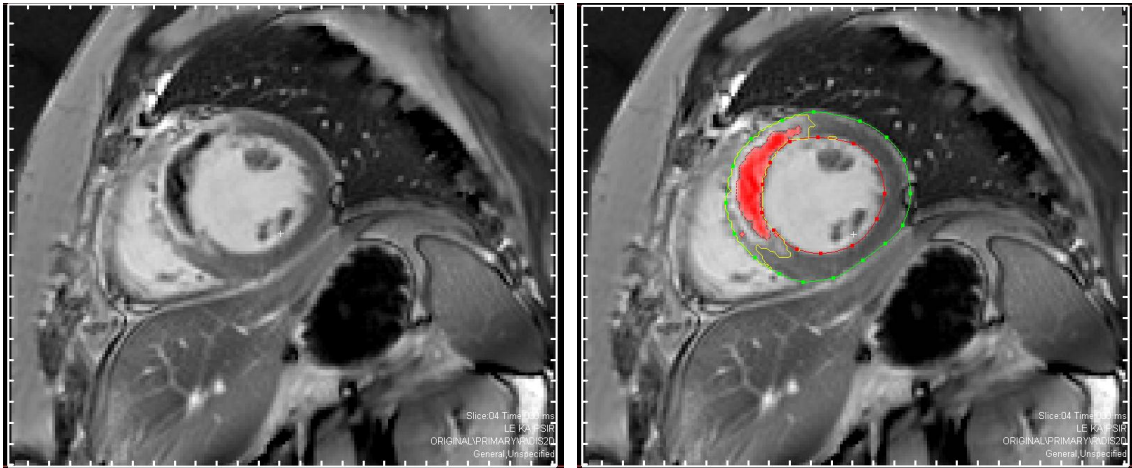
Late Gadolinium Enhancement: kardiales MRT, kurze Achse; Links: MRT eines Myokardinfarktes in der LGE-Sequenz; Rechts: Bild nach Bearbeitung mit „Segment“, rote Linie mit roten Punkten = Endokard, grüne Linie mit grünen Punkten = Epikard, innerhalb gelber Linien = LGE, rote Fläche = MO; MRT-Parameter: trueFISP_PSIR_LE_single_KA, Schichten: ca. 12, post contrast, 256x224, thickness: 8,0mm, TE: 1,2
